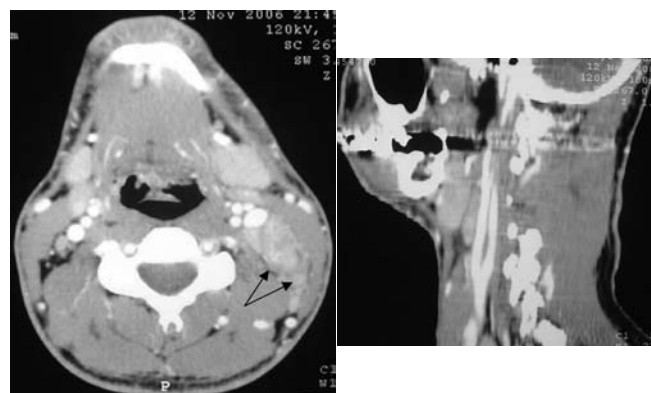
Cortes comparativos de tomografía computarizada de cuello, axial y sagital, donde se observan las adenomegalias, principalmente en los niveles II-III (flechas).
